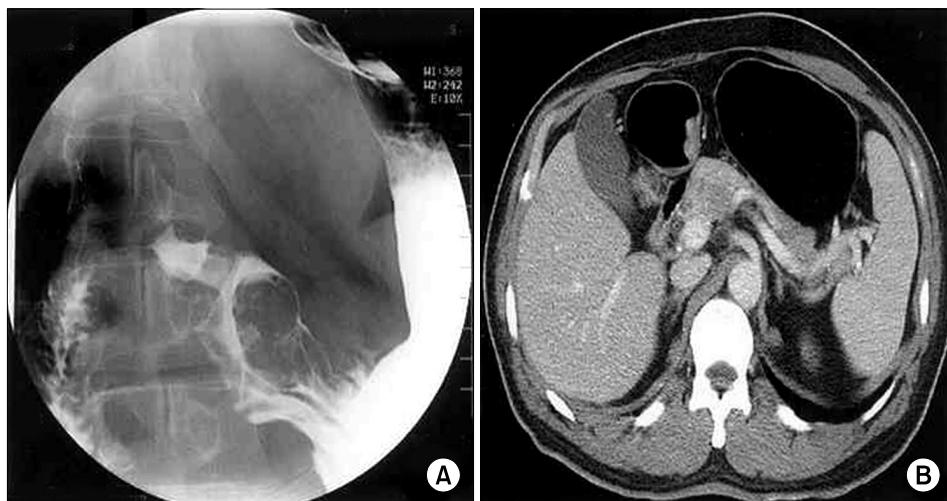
(A) Radiographic findings show a multilobulated mass lesion along the lesser curvature of the stomach. (B) Enhanced abdominal CT scan shows a small fungating intraluminal mass (2.4×1.2 cm in diameter) in the posterior wall of the gastric antrum and two enlarged LNs in the right suprapancreatic region and along right gastroepiploic vein.
